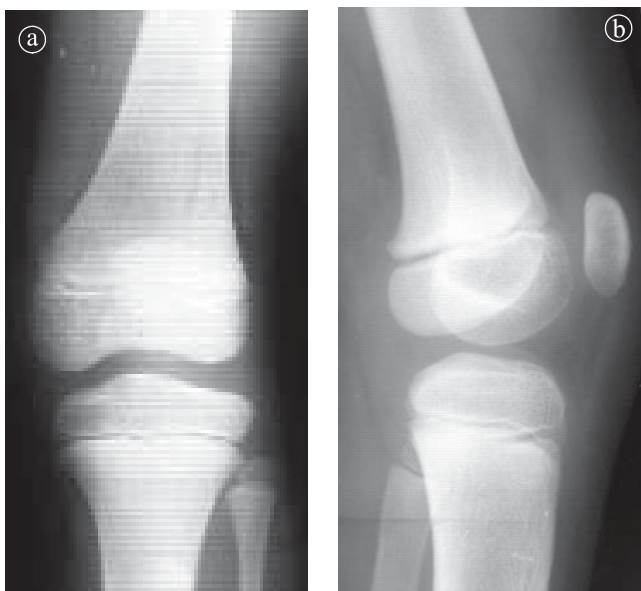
Radiografie genunchi 10 ani. a) În incidența PA; b) În incidența LL.
